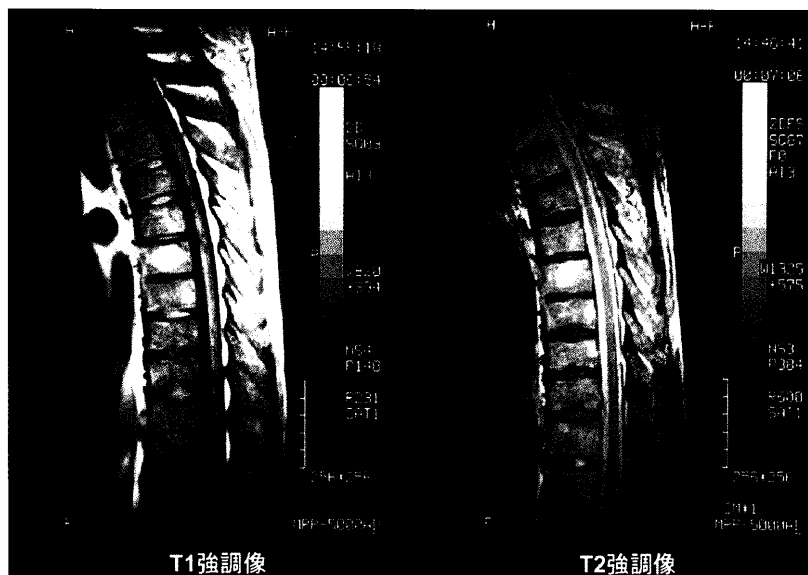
胸椎MRI検査 (第16病日)
